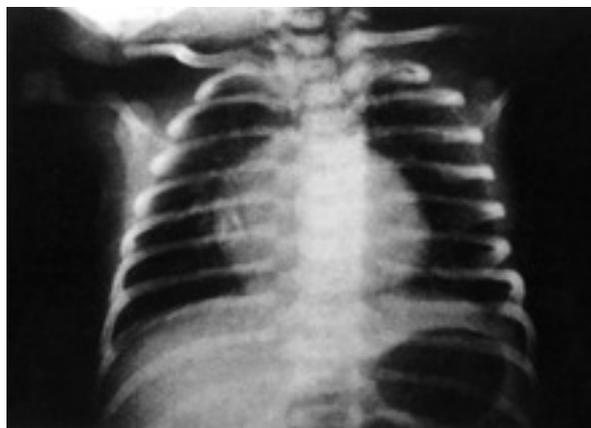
Radiografía anteroposterior de tórax al nacimiento.
